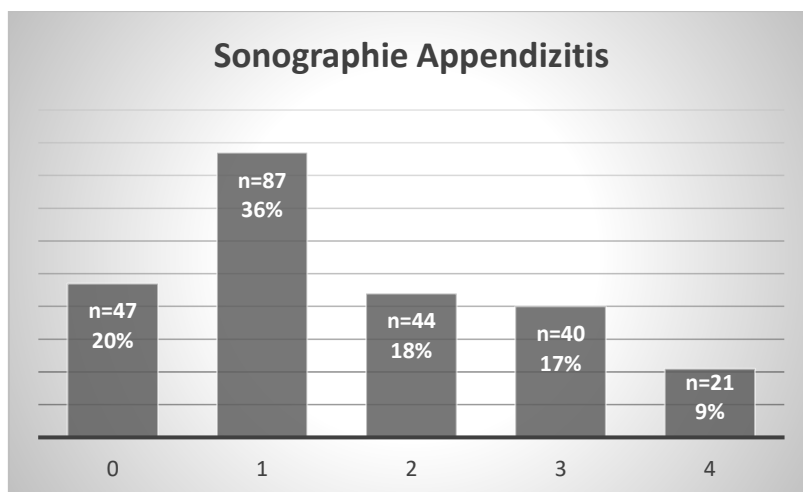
Sonographie bei der Appendizitis anhand vier Befundkategorien
